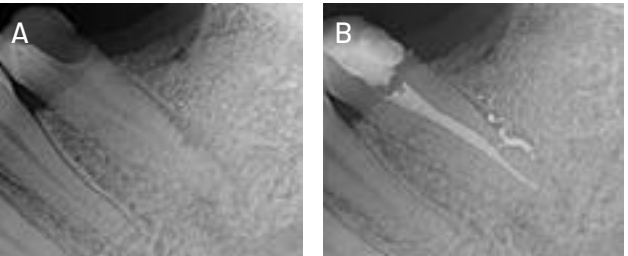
Caso 3. (A) Radiografía preoperatoria. Se observa la presencia de un conducto lateral en dirección distal de la pieza dentaria 3.5. (B) Radiografía postoperatoria.
